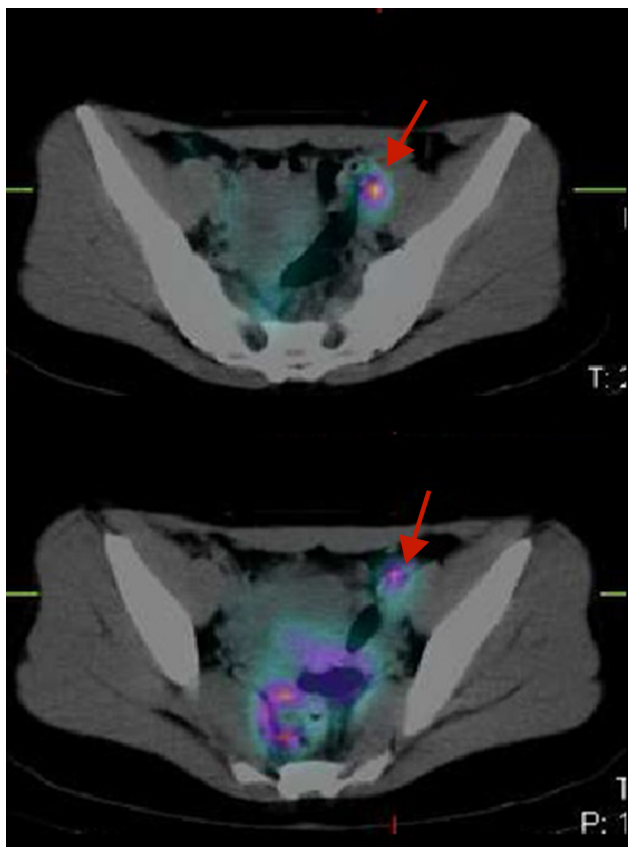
Visualización de ganglios linfáticos ilíacos externos mediante SPECT-TAC, previa a la biopsia de ganglio centinela.
